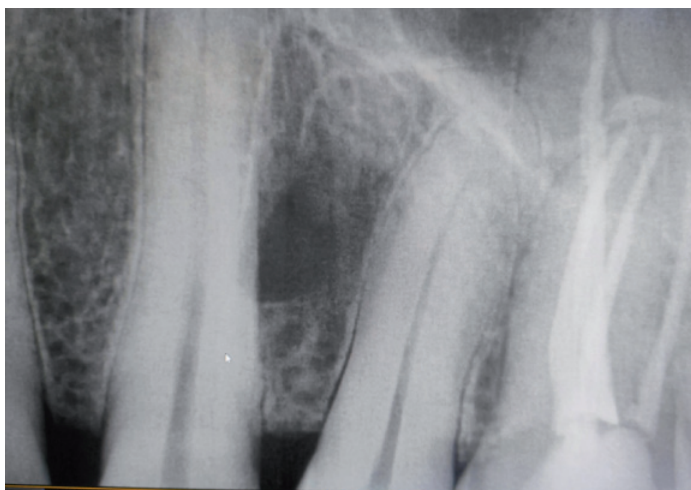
Obraz CBCT okolicy pozostawionego korzenia zęba 24 przed zabiegiem chirurgicznym.
